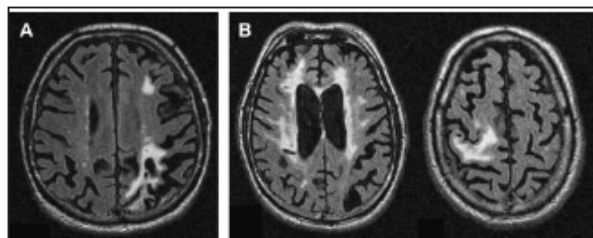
МРТ–признаки сосудистой деменции (А – множественные очаги ишемии слева, В – наличие обширного лейкоареоза и очага ишемии справа)
